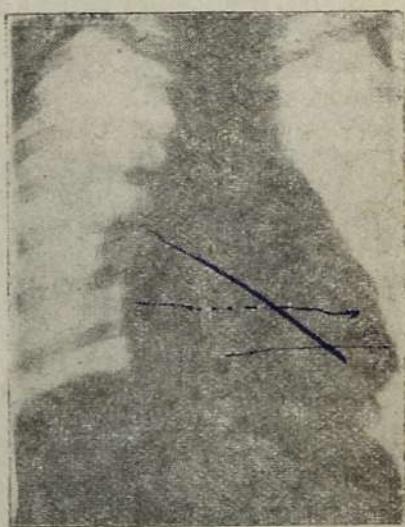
Рентгенограмма при affectio mitralis.
